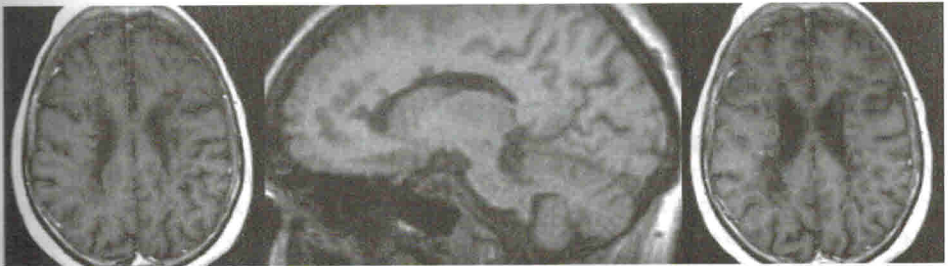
МРТ головного мозга в режиме Т1-ВИ, аксиальные и сагиттальная (в центре) проекции. «Черные дыры» (гипоинтенсивные очаги демиелинизации) в перивентрикулярном белом веществе.
